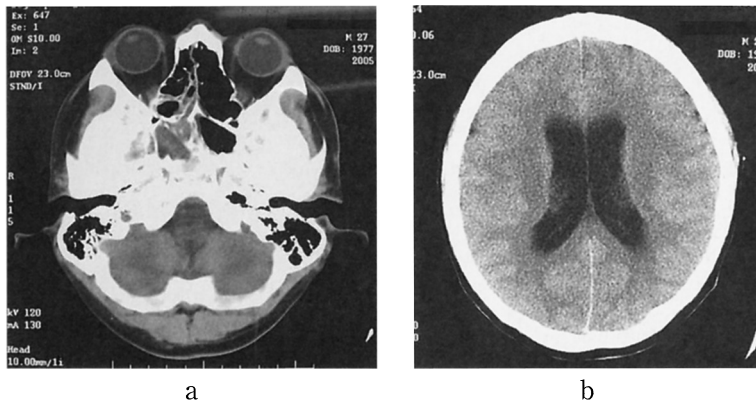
Preoperative axial CT showing a diffuse shadow in right sphenoid sinus(a), and an expose of lateral ventricle.
